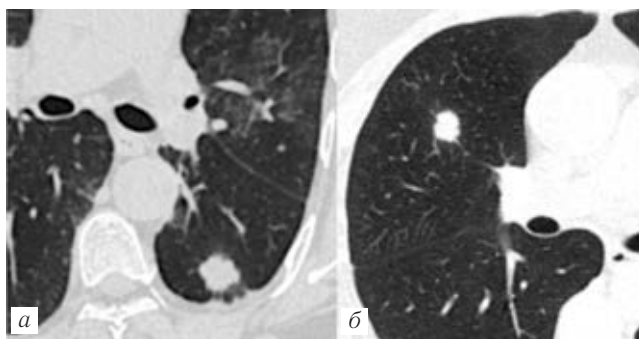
Метастаз рака молочной железы в левом легком (а); метастаз колоректального рака в правом легком (б). Оба случая иллюстрируют схожесть признаков на КТ с раком легкого (аденокарциномой)
